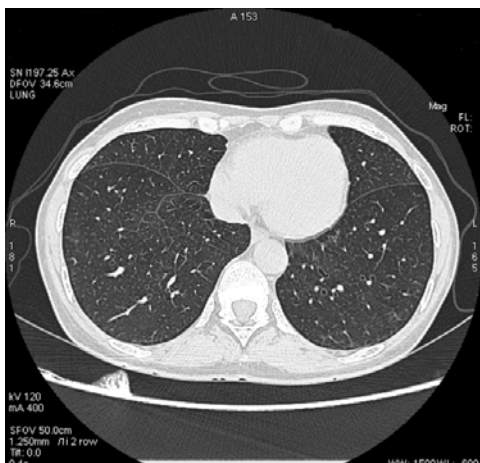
TK klatki piersiowej – przekrój przez szczyty płuc, przekrój na wysokości bifurkacji tchawicy, przekrój na wysokości kopuł przepony (okno płucne) – obraz prawidłowy.
